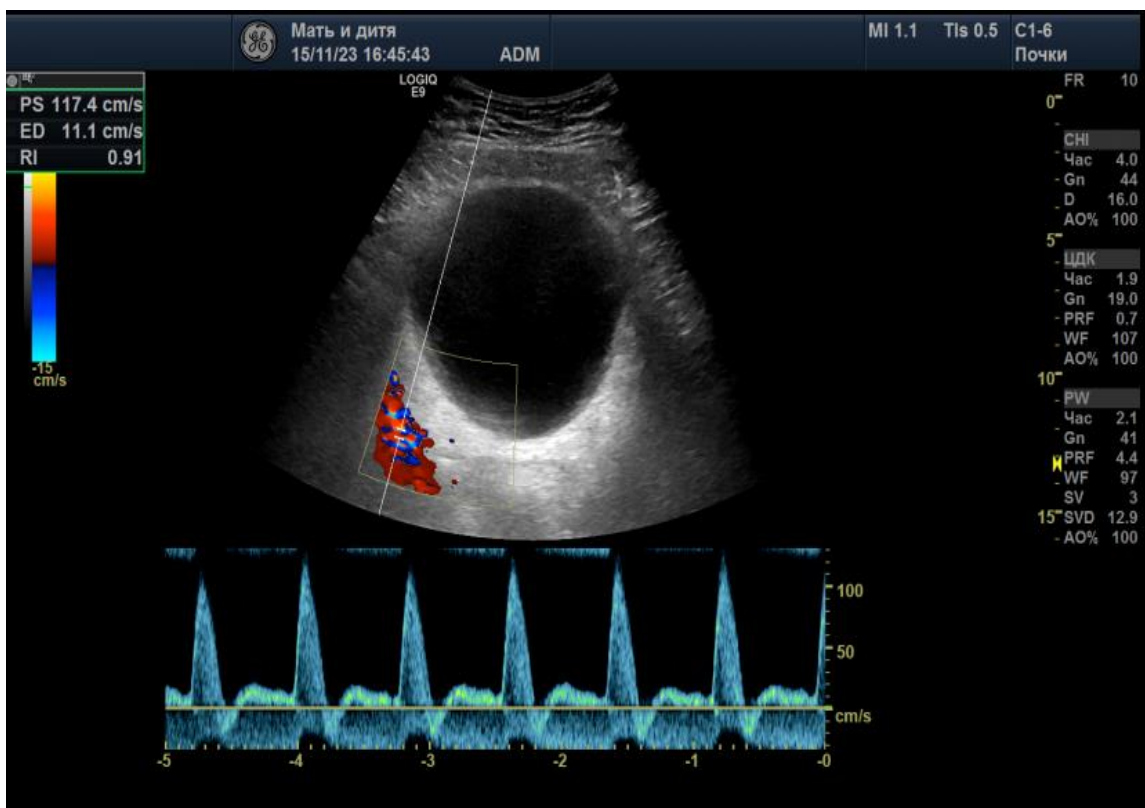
Ультрасонограмма мочевого пузыря с показателем гемоперфузии у женщин в норме.
